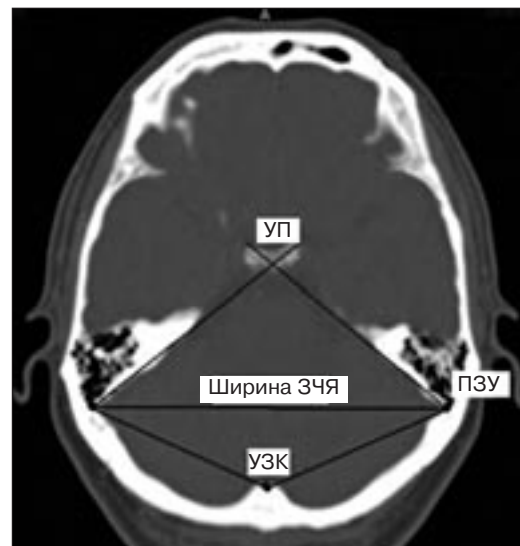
Измерения на компьютерной томограмме в аксиальной проекции: УЗК – угол затылочной кости.
